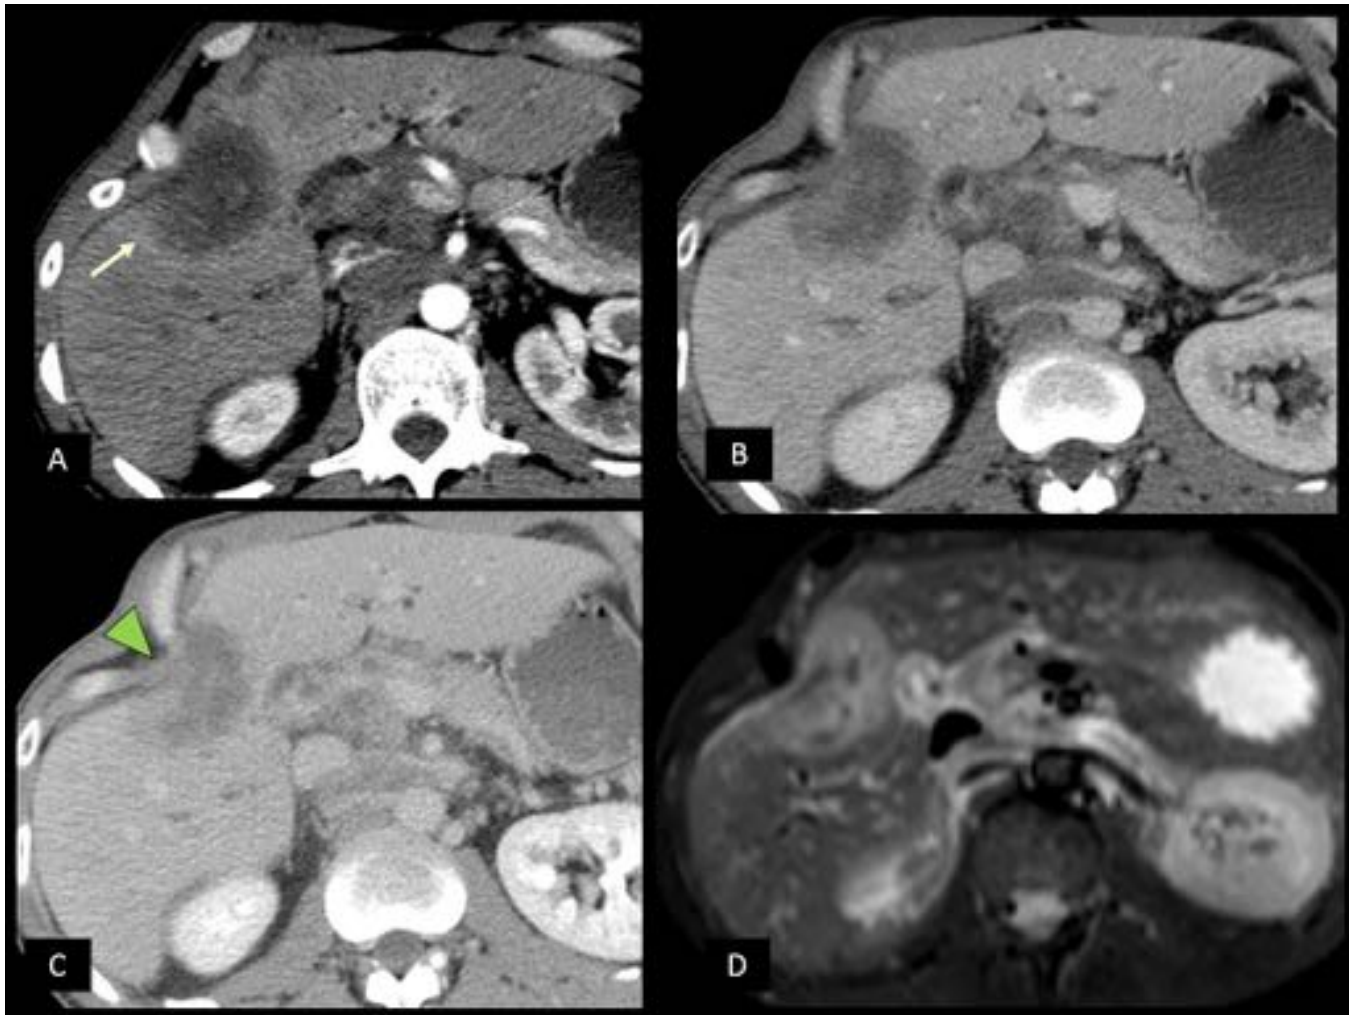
CC intrahepático de crecimiento expansivo. Imágenes de TC en fases arterial (A), portal (B) y tardía (C,) con lesión hipodensa en lóbulo hepático derecho, heterogénea, de bordes mal definidos, con tenue anillo periférico hipercaptante en fase arterial (flecha), con realce centrípeto, heterogéneo y progresivo. Asocia retracción de la cápsula (cabeza de flecha.). D: RM STIR que muestra el comportamiento ligeramente ligeramente hiperintenso y heterogéneo de la lesión.
